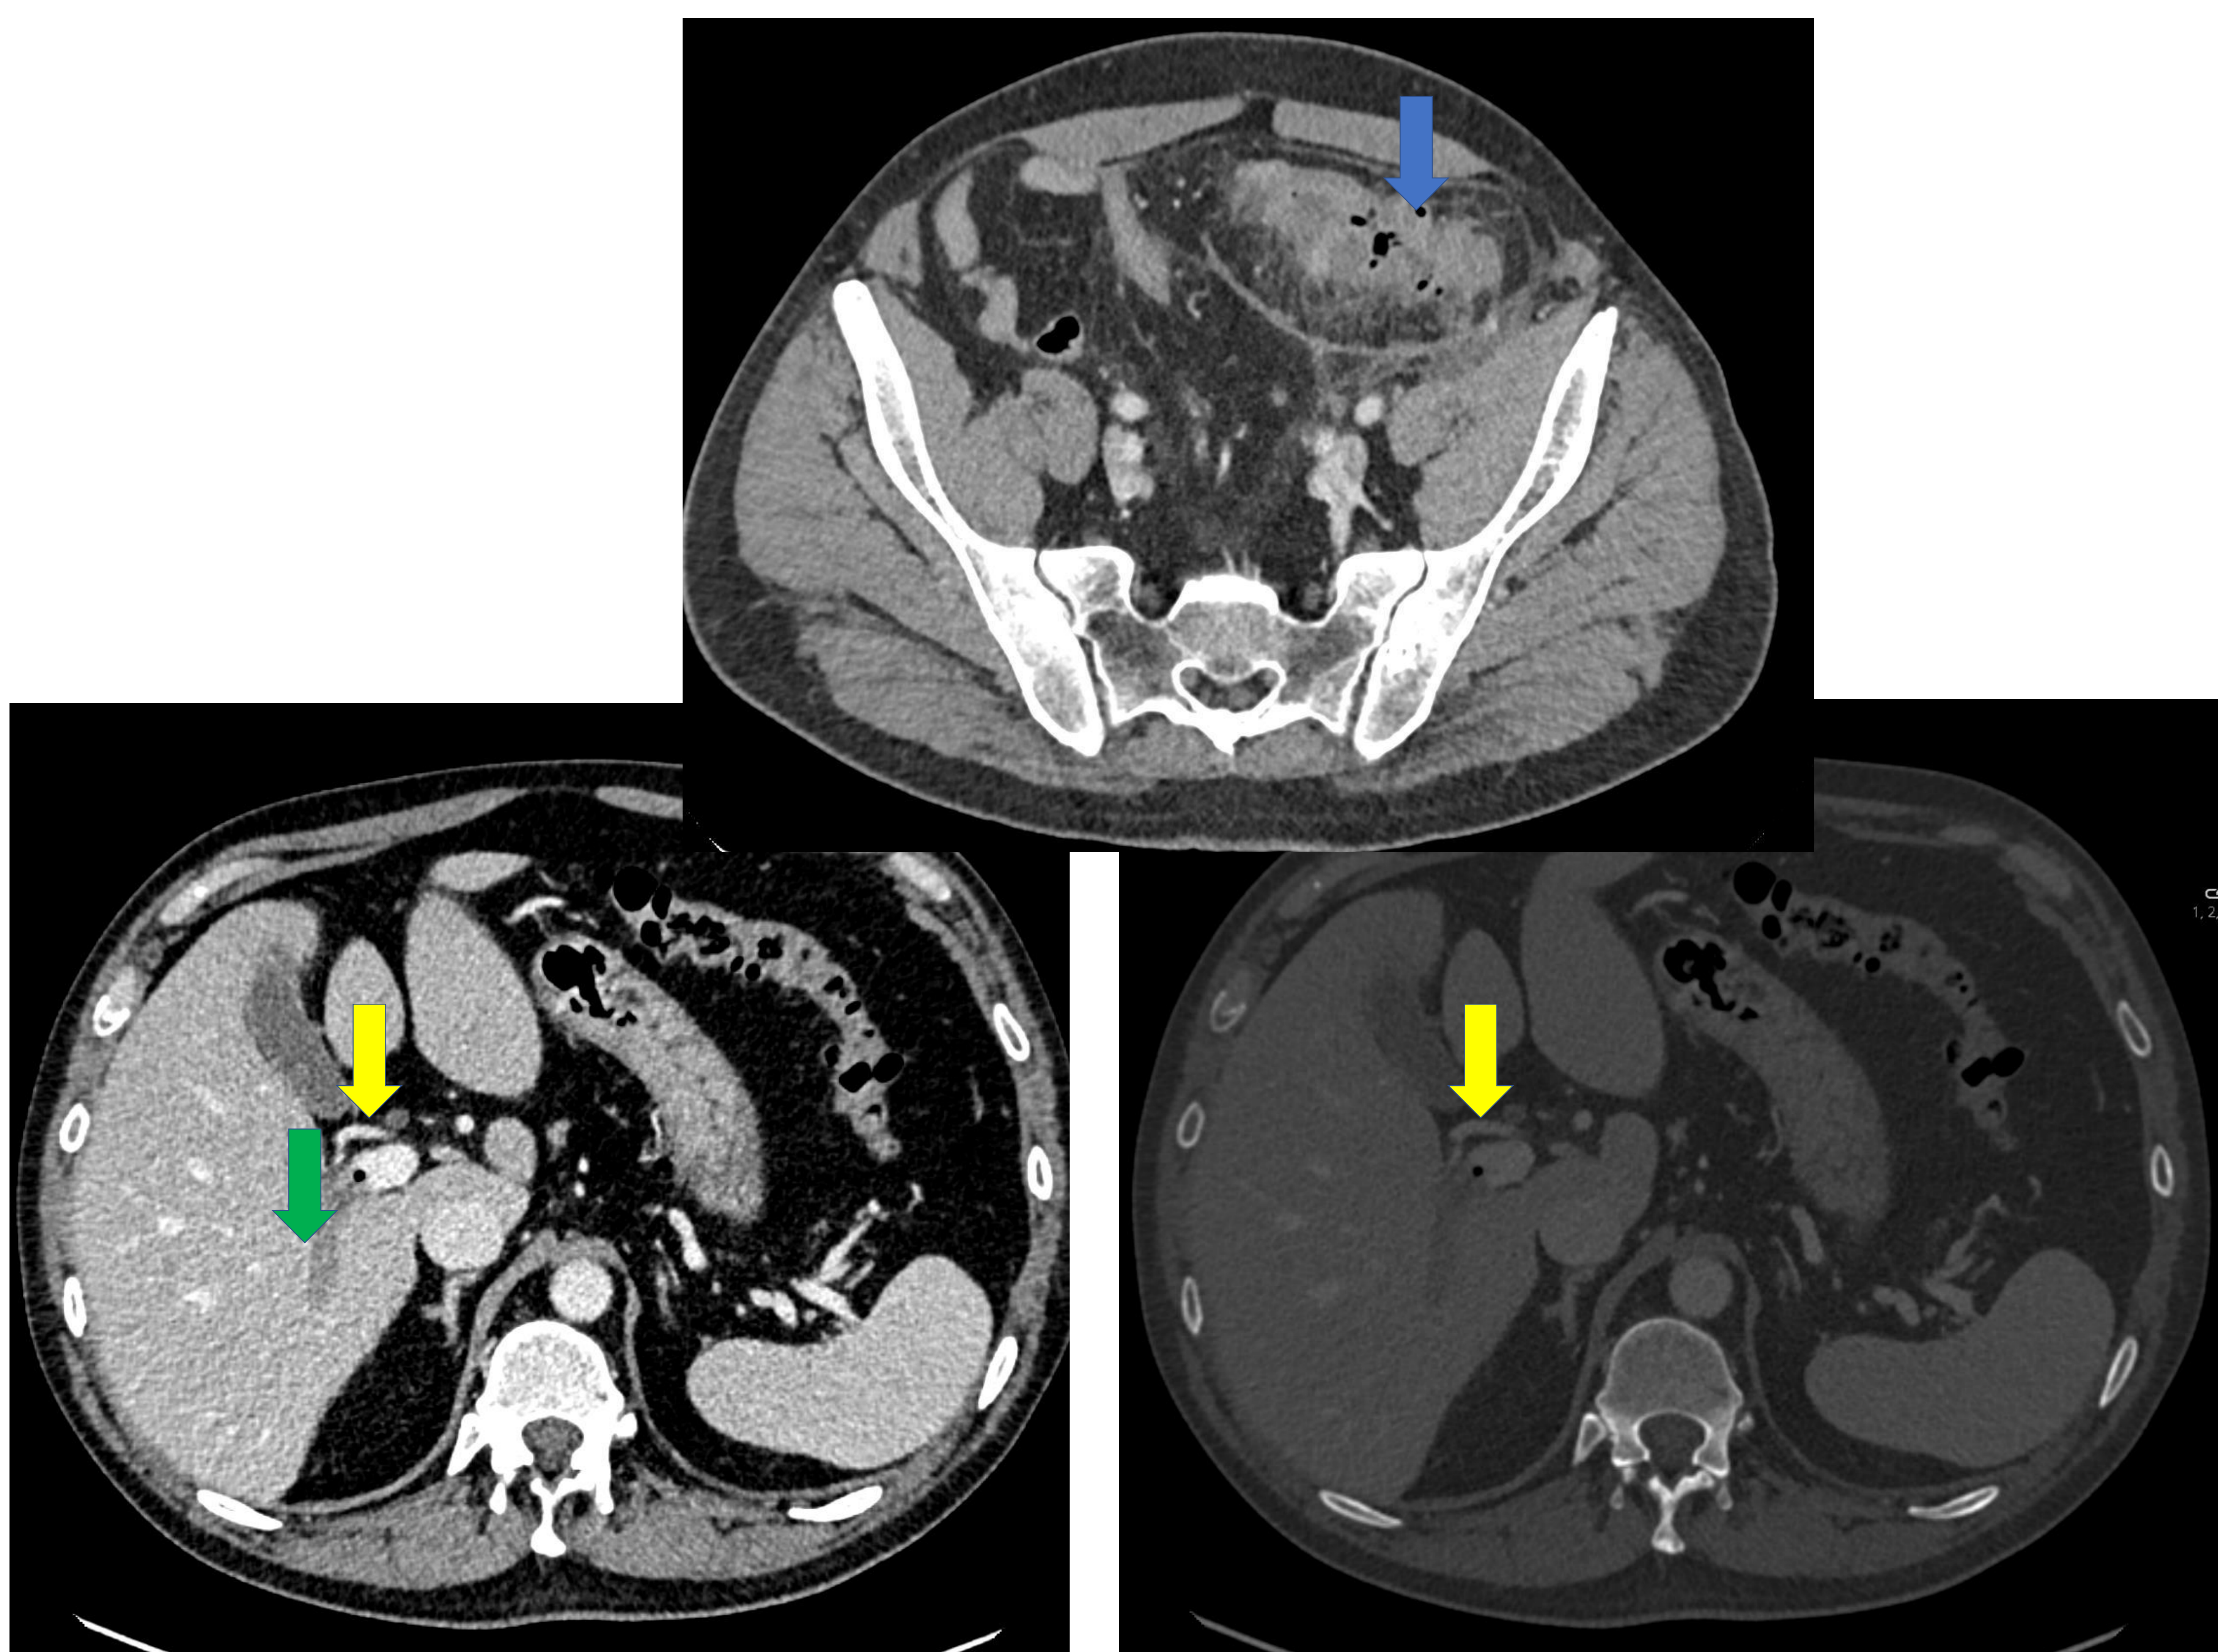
TC en axial con ventana de partes blandas y ventana ósea. Paciente con hallazgos compatibles con diverticulitis aguda del sigma (flecha azul) y trombosis portomesentérica aguda (flecha verde) con pequeña cantidad de gas en el trombo situado en rama derecha de la vena porta concordante con pileflebitis.
